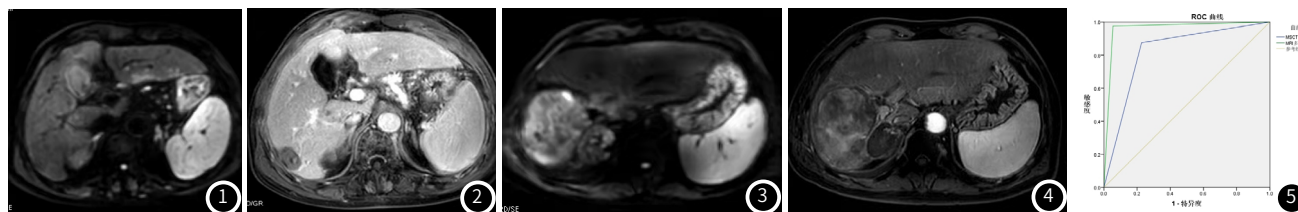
碘油沉积良好MRI影像图。图2 碘油沉积良好MRI影像图。图3 坏死区MRI影像图。图4 坏死区MRI影像图。图5 MSCT、MRI多模态成像评估PHC介入治疗后病灶残留的诊断效能。
